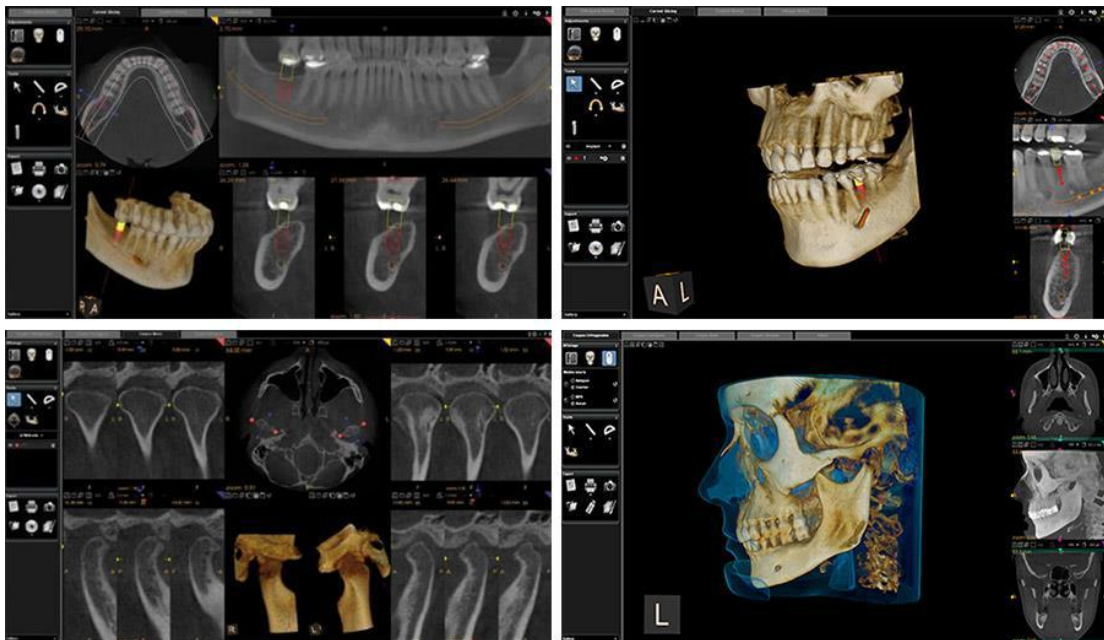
Ejemplo de un programa con diferentes cortes de una tomografía 3D volumétrica Cone Beam.¹³
